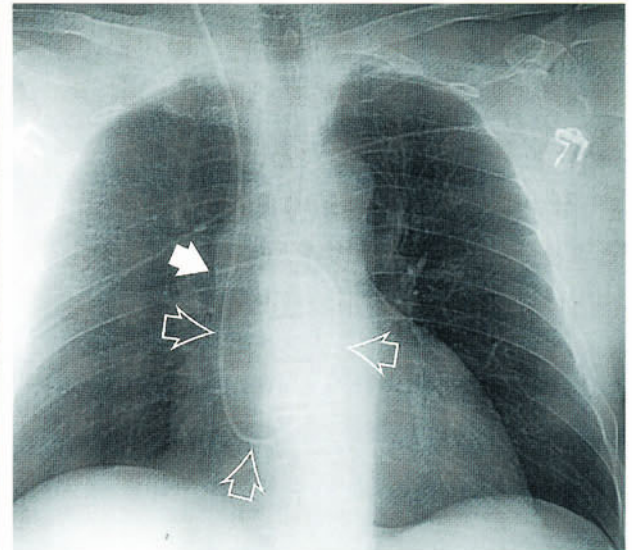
Beispiel eines regulär positionierten Pulmonalis-Katheters. Das Röntgenbild macht den Verlauf des Katheters in der Vena cava superior, im rechten Vorhof, sowie im Ausflußtrakt des rechten Ventrikels deutlich (*transparente Pfeile*). Die Katheterspitze liegt im Hauptstamm der rechten Pulmonalarterie (*weißer Pfeil*)
